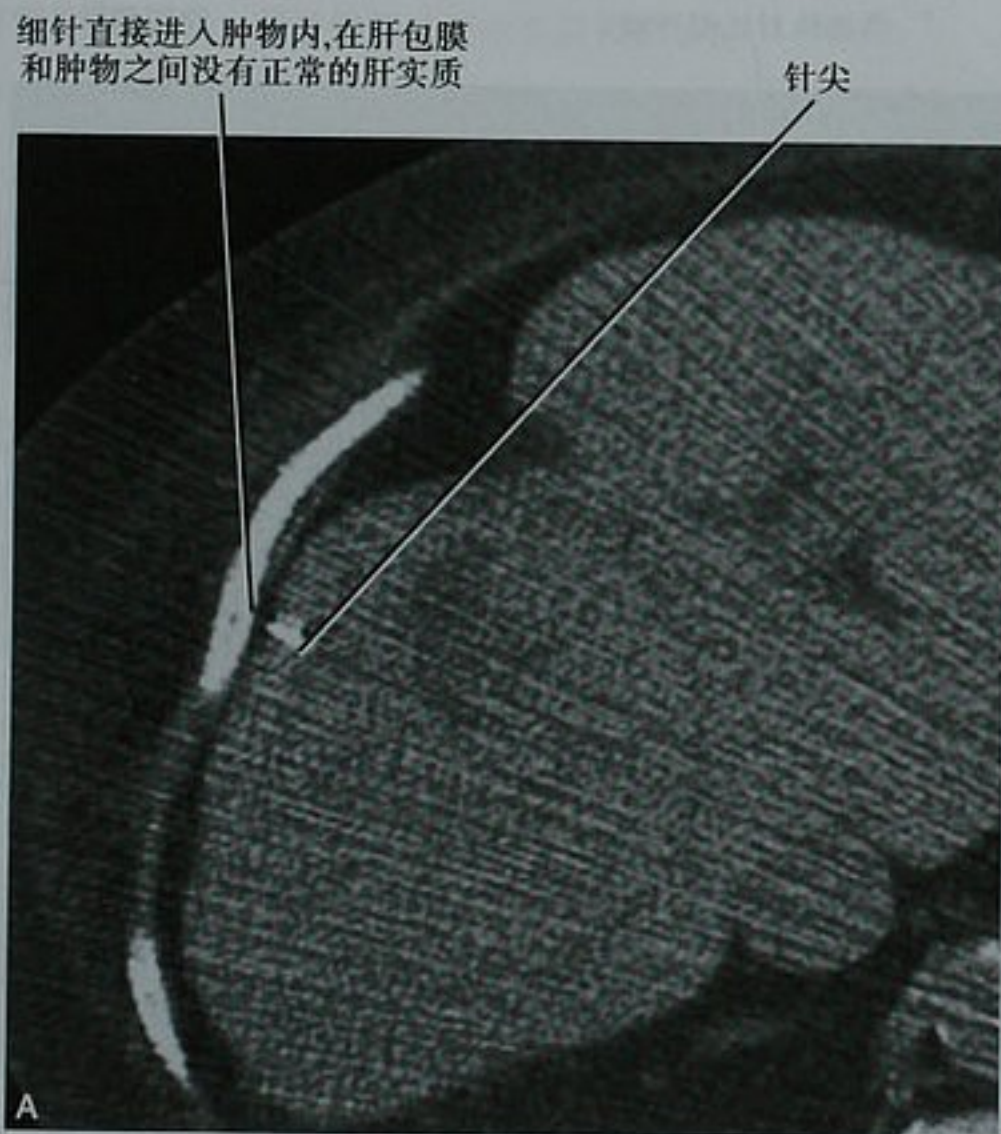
CT 引导肝细胞肝癌细针抽吸术中(A)和术后(B)的横断面 CT 图像。活检针在刺入肿物前没有穿过正常的肝实质。当患者开始出现腹部剧烈疼痛时,进行了术后 CT 扫描(B)
